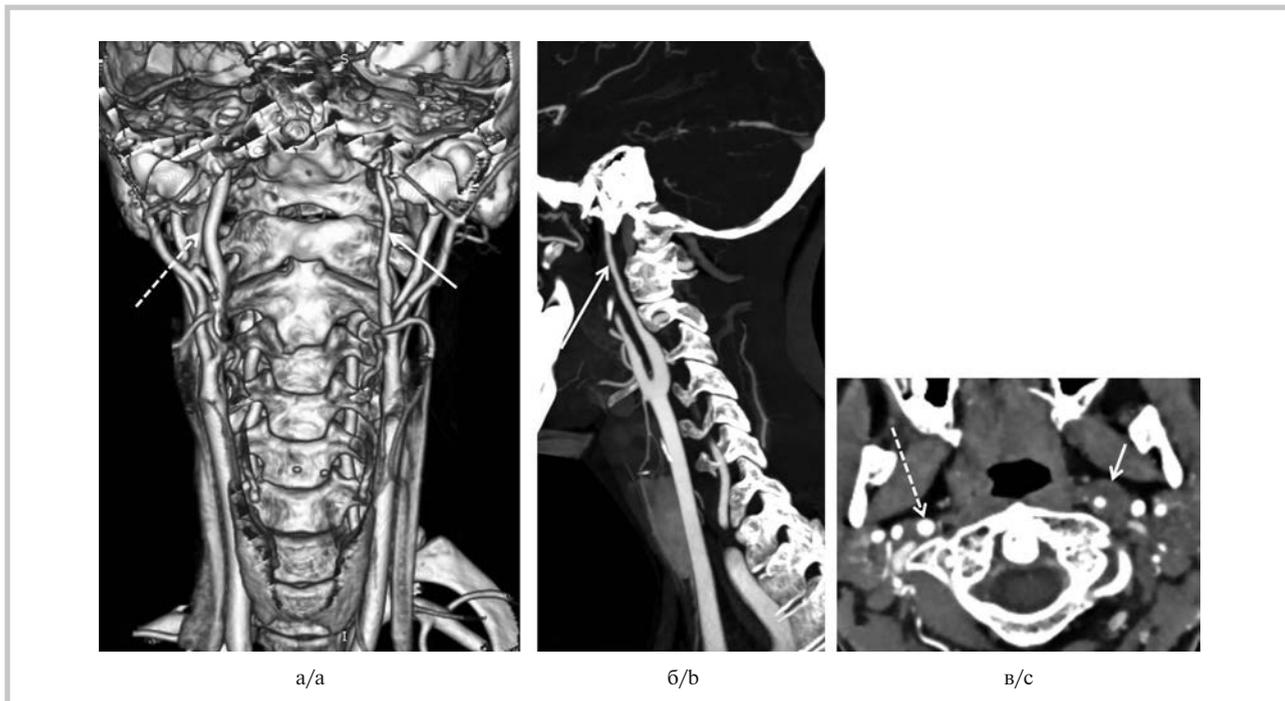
Больная Б., 27 лет. 14.06.17, 8-й день инсульта: КТ-ангиография брахицефальных артерий.
